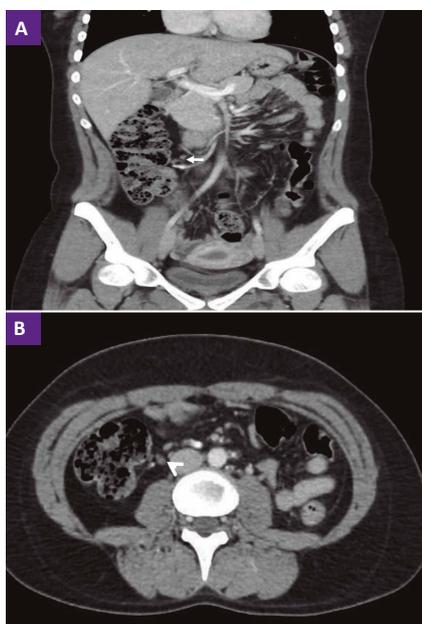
Tomografía de abdomen y pelvis con contraste A. Corte coronal que muestra linfonodos en flanco derecho, el mayor de 13x10mm (flecha). B. Corte transversal que muestra linfonodo de 9,4x7,4mm (cabeza de flecha).
